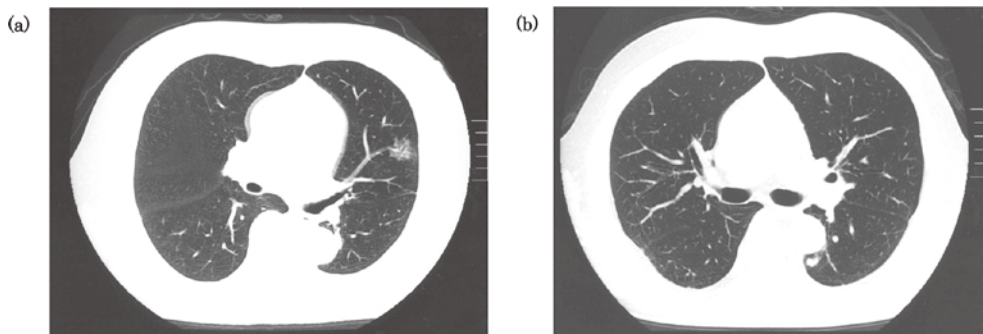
Lung cancer detected by CT screening¹³⁾
